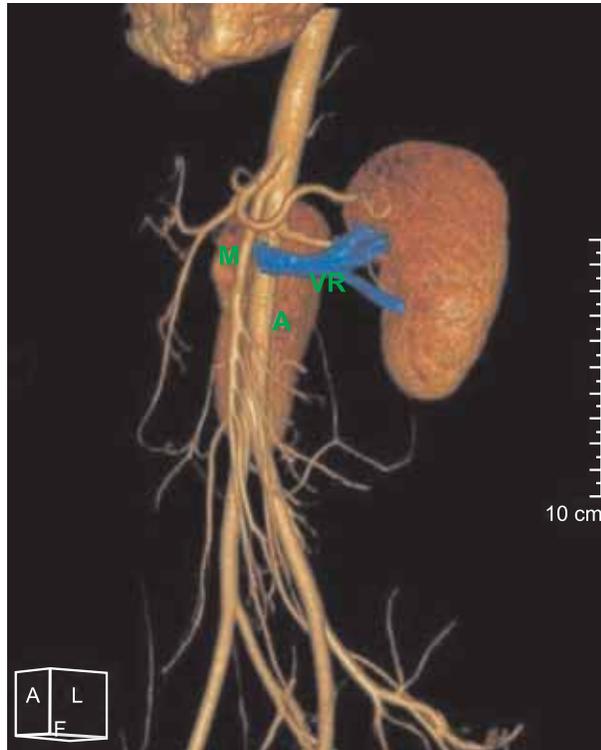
Angiotomografía computarizada que muestra compresión de la vena renal izquierda (VR), entre la aorta (A) y la arteria mesentérica superior (M), con dilatación de la parte distal de la vena renal
